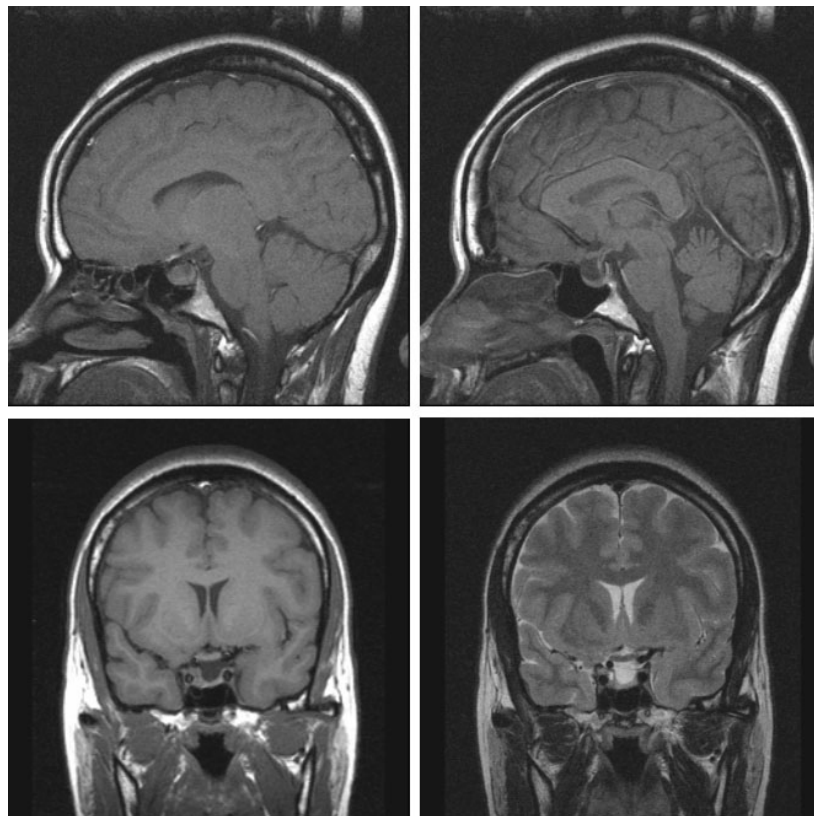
Brain MRI shows enlarged bony sella and remnant pituitary mass at right side. Sella is occupied with cerebrospinal fluid.
